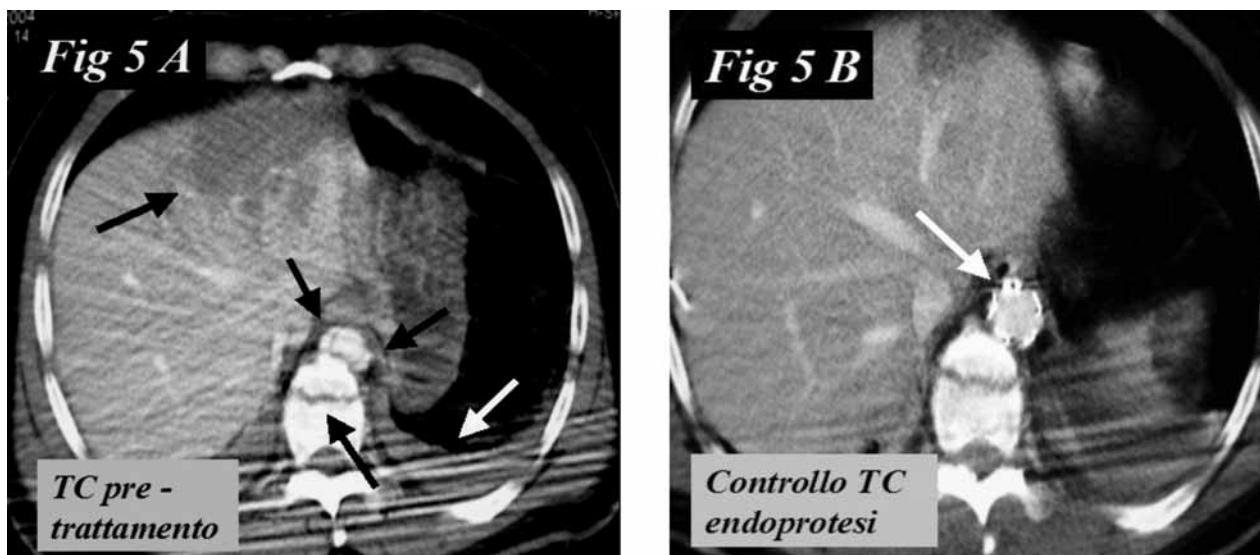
O.R., 42 anni, maschio, incidente stradale. Trauma cranico e toraco-addominale con frattura vertebrale (D8-D9) e del bacino. GCS 6, IOT. Drenaggio percutaneo bilaterale emato-pneumotorace, TEV di dissecazione aortica, trattamento chirurgico fratture ossee (bacino), trattamento conservativo contusione epato-spleno-renale, trattamento conservativo trauma cranico (contusione encefalica) e frattura vertebrale (D8-D9). Angio-TC: (A) dissecazione aortica con evidenza di doppio lume, rottura corpo vertebrale, contusioni epatica e splenica, (B) controllo immediato del posizionamento di endoprotesi toracica (Cook 28x18 mm) con accesso femorale sinistro.
